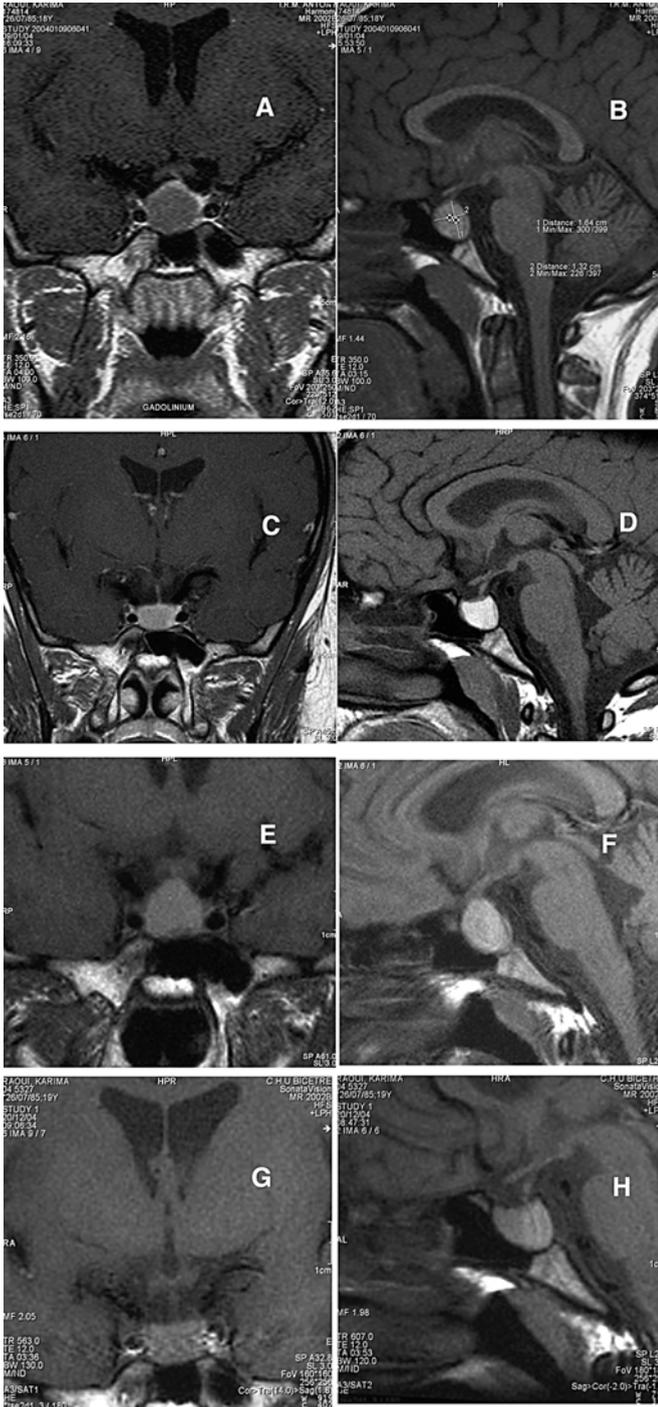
Évolution du volume tumoral chez une patiente présentant un macroadénome à PRL pendant la grossesse. IRM en coupe coronale (A) et sagittale (B) montrant le macroadénome au moment de la découverte de la maladie. Quelques mois après le début du traitement par agoniste dopaminergique, la PRL est normalisée et le volume de l'adénome a bien diminué (C : IRM, coupe coronale et D : IRM, coupe sagittale) permettant le démarrage d'une grossesse. Le traitement par agoniste dopaminergique est interrompu dès le diagnostic de grossesse, ce qui provoque en quelques semaines une réaugmentation du volume de l'adénome (E : IRM, coupe coronale et F : IRM, coupe sagittale) obligeant à reprendre le traitement par bromocriptine pour la fin de la grossesse, avec un excellent effet anti-tumoral (G : IRM, coupe coronale et H : IRM, coupe sagittale).
